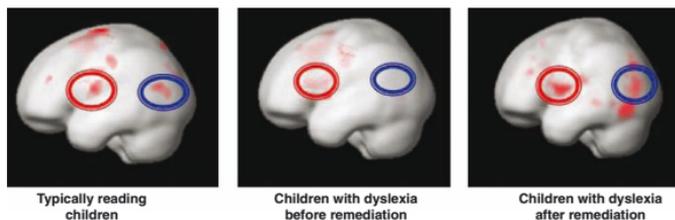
Brain activation differences in dyslexia and its treatment [from (36)]. Functional magnetic resonance imaging activations shown on the left hemisphere for phonological processing in typically developing readers (left), age-matched dyslexic readers (middle), and the difference before and after remediation in the same dyslexic readers (right). Red circles identify the frontal region, and blue circles identify the temporo-parietal region of the brain. Both regions are hypoactivated in dyslexia and become more activated after remediation.
